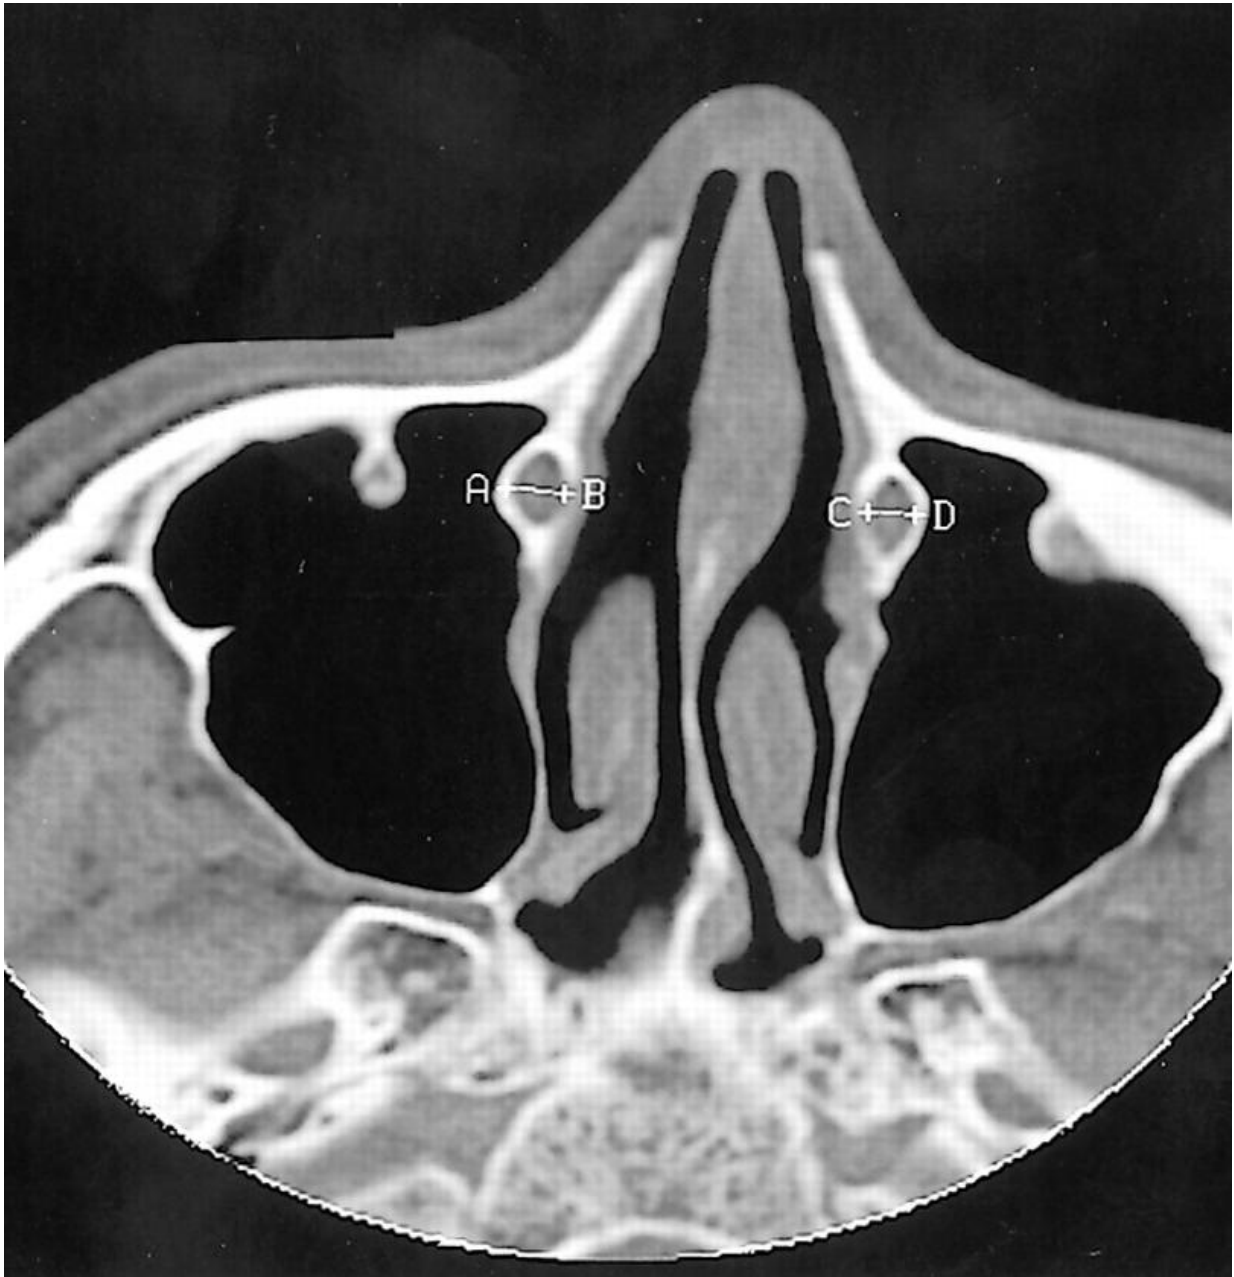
TDM sans opacification montrant des conduits lacrymonasaux normaux en coupe axiale : le canal osseux a une paroi régulière sans érosion ou lyse, le contenu est tissulaire à droite (flèche VERTE), aérique à gauche (flèche JAUNE). Image prise au sein de l' HMMI
